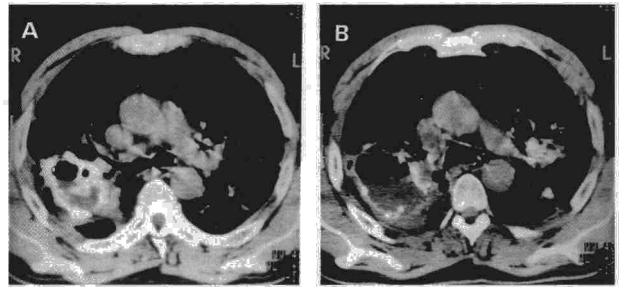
y 2B. Cortes de tomografía axial del primer enfermo. Se observa la cavidad derecha vacía con el trayecto de drenaje hacia el bronquio y la izquierda llena de nuevo.
